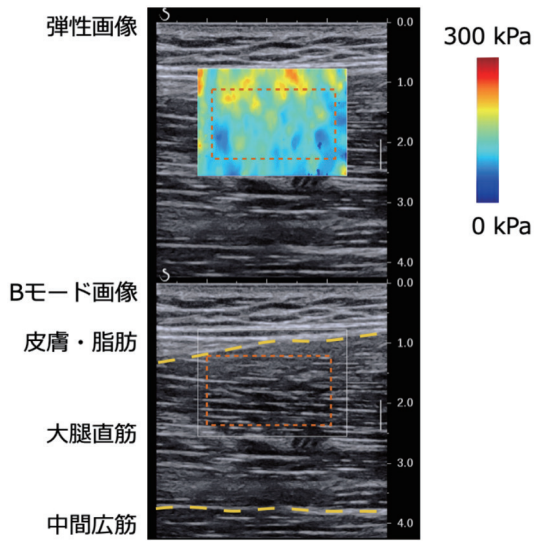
超音波せん断波エラストグラフィで得られる弾性画像, Bモード画像と解析領域
